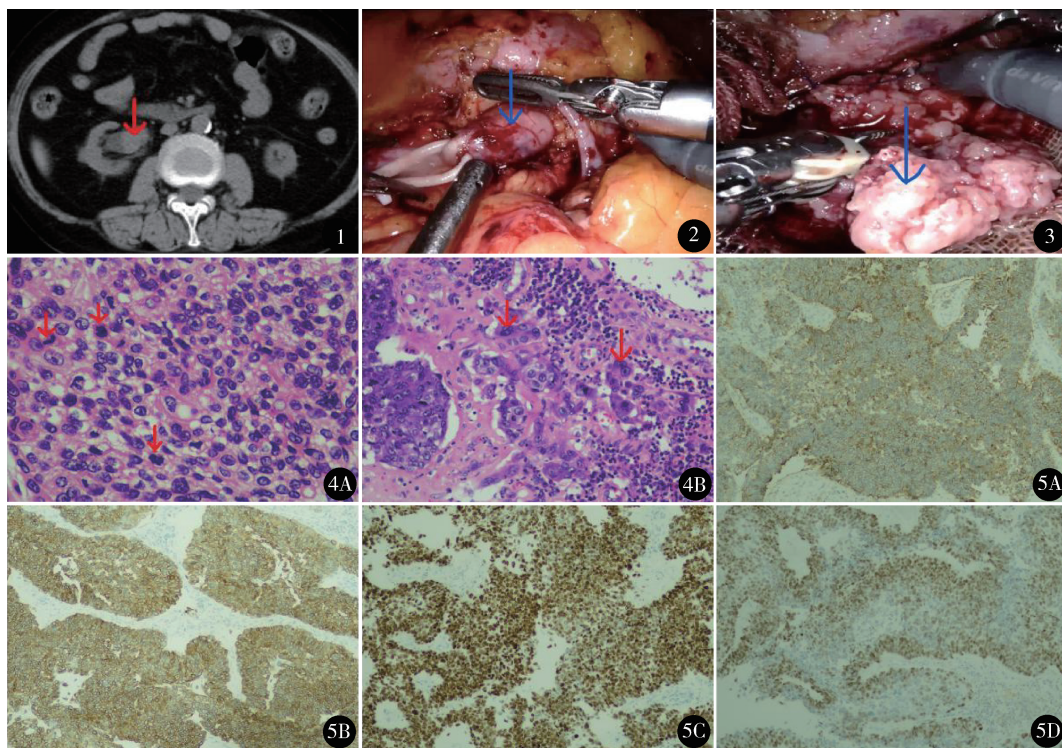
术前腹部 CT 提示右侧肾盂输尿管连接处软组织密度影,大小 2.5 cm × 2.0 cm
